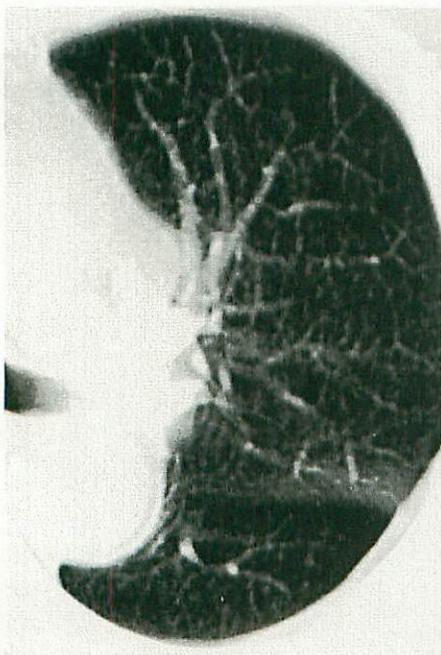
CT 左下葉上区の肺野吸収値低下 (65歳, 男性)
